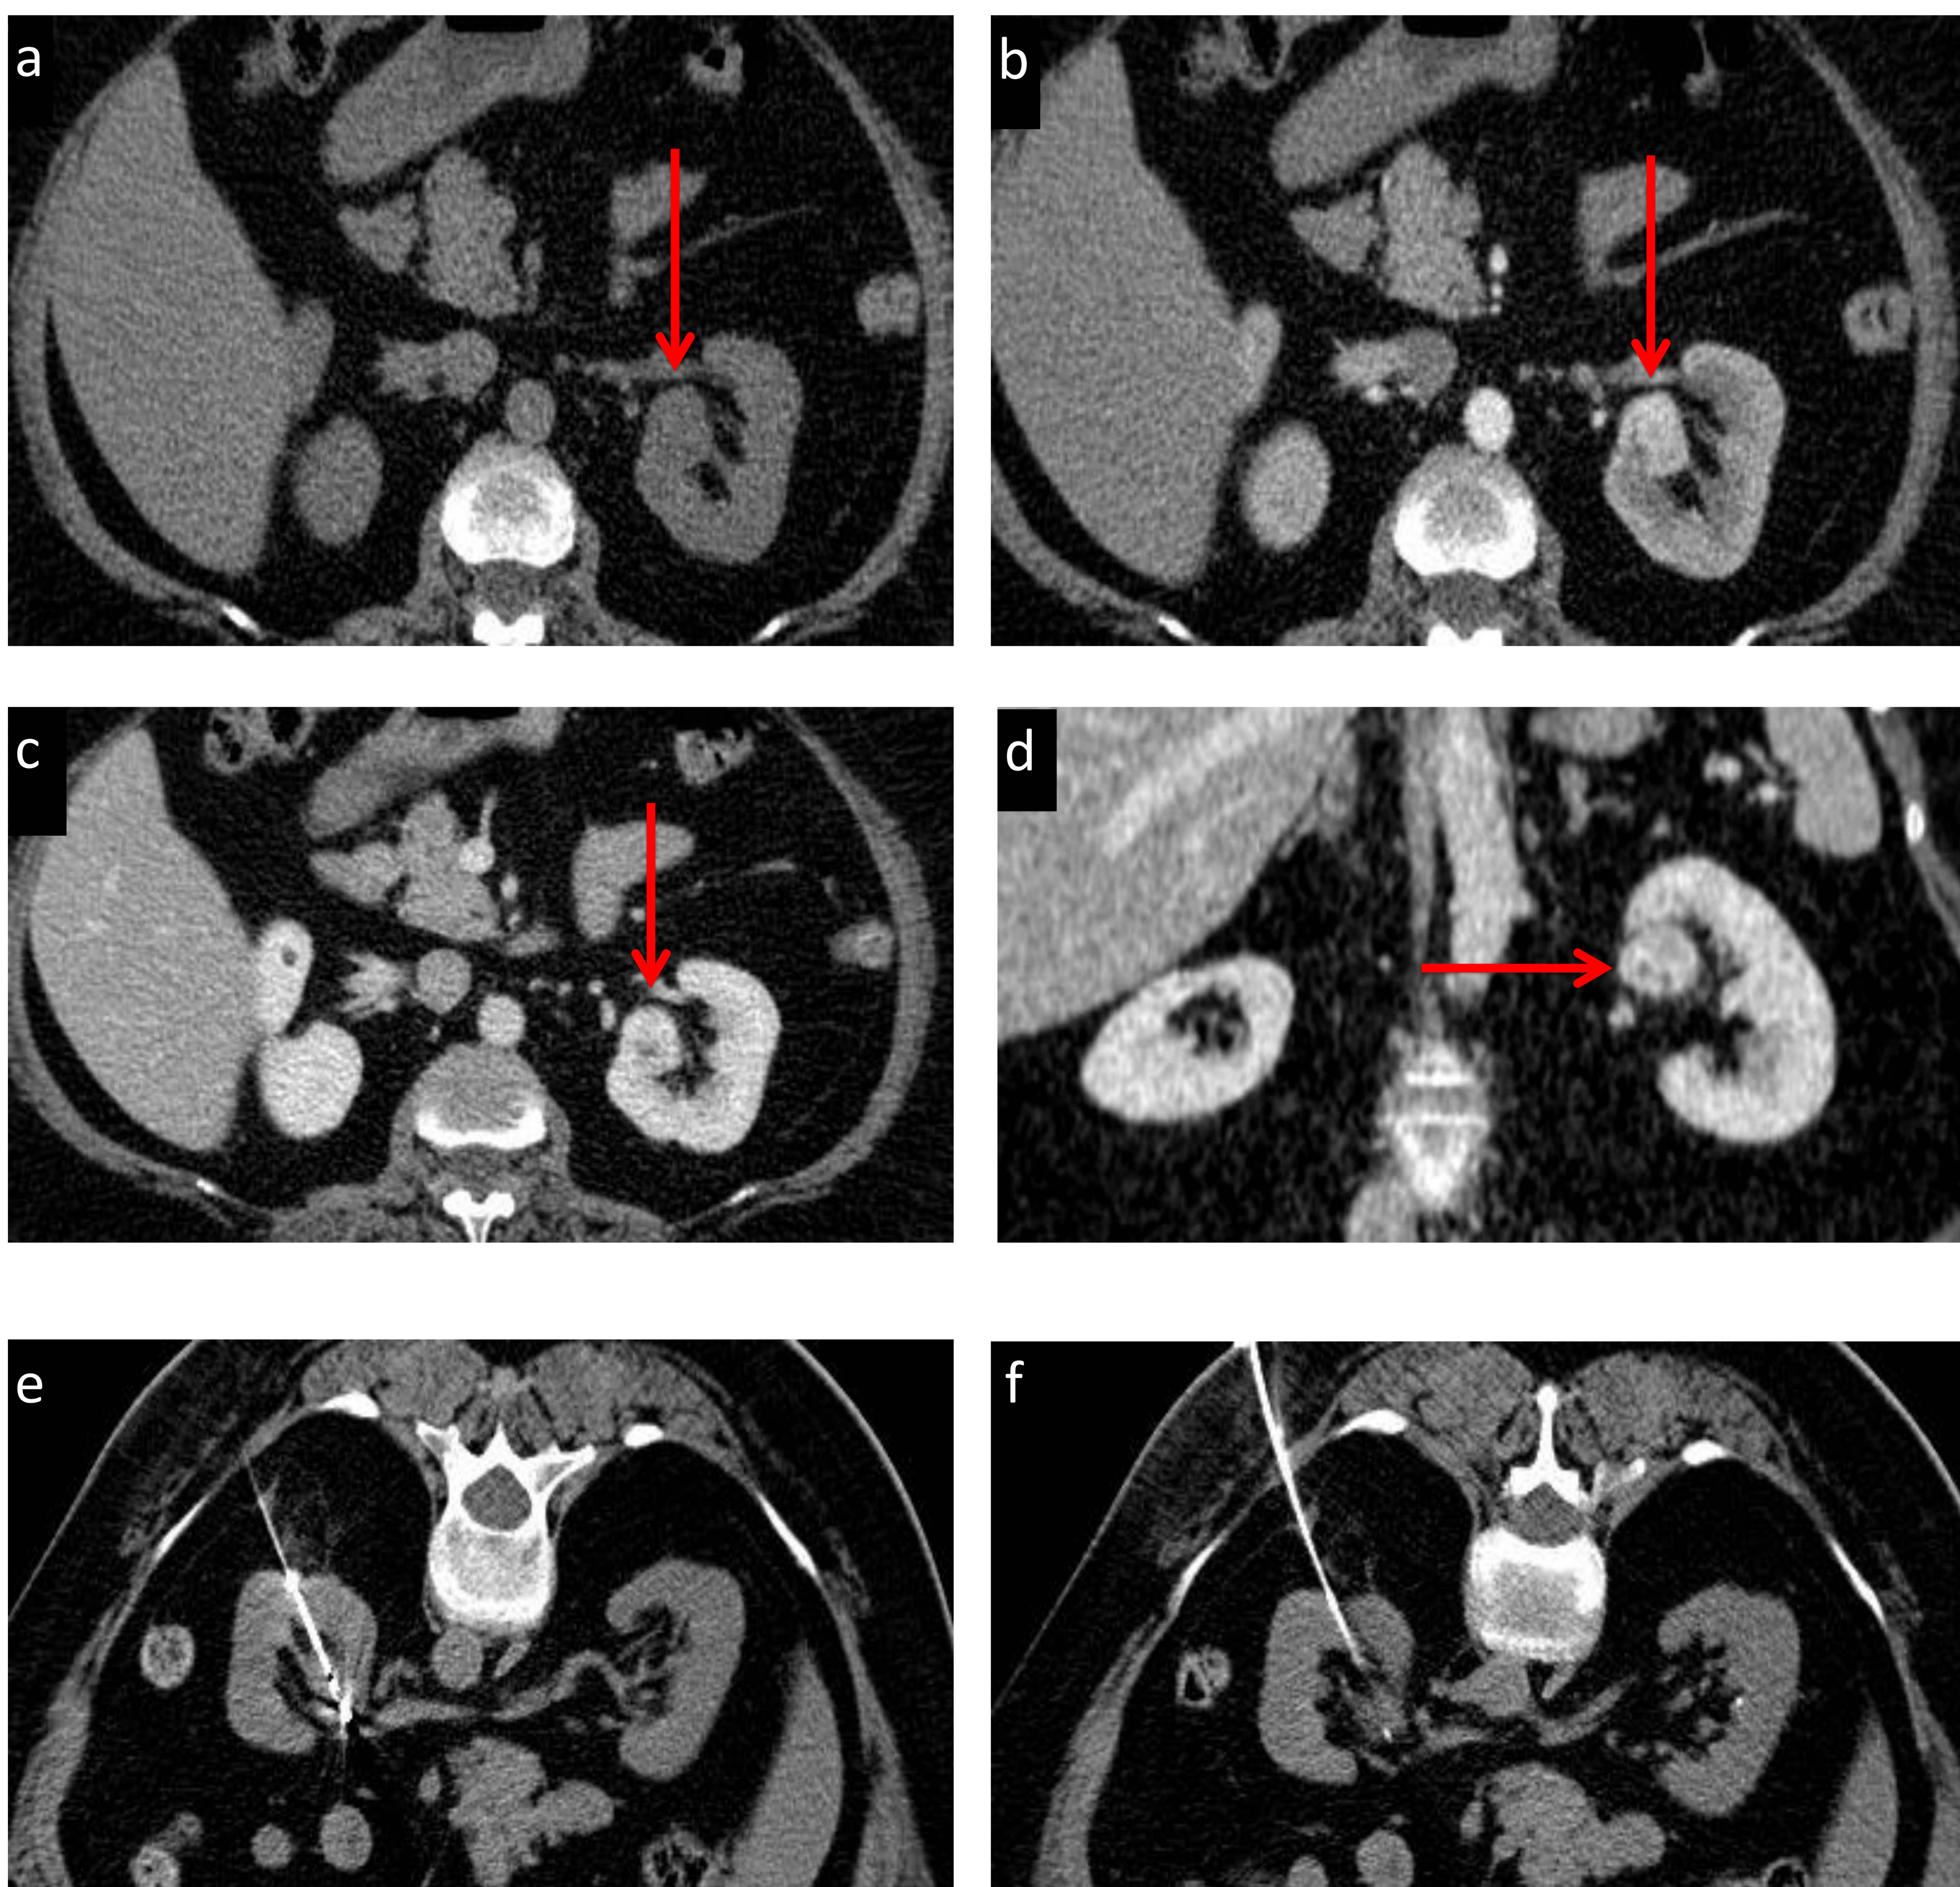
Paciente de 68 años en seguimiento por nódulo sólido en región interpolar del riñón izquierdo. a) TC axial sin CIV, b) TC axial con CIV en fase arterial, c) TC axial con CIV en fase portal y d) TC coronal con CIV:
